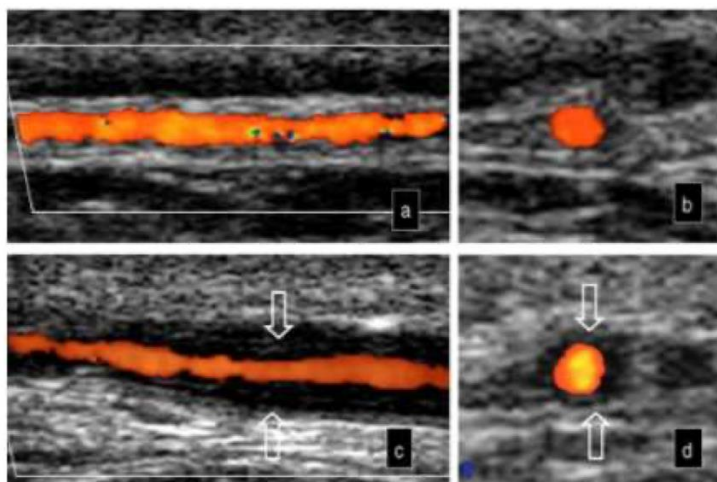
Échographie doppler d'artère temporale montrant les 3 signes échographiques caractéristiques au cours d'une maladie de Horton [202].
